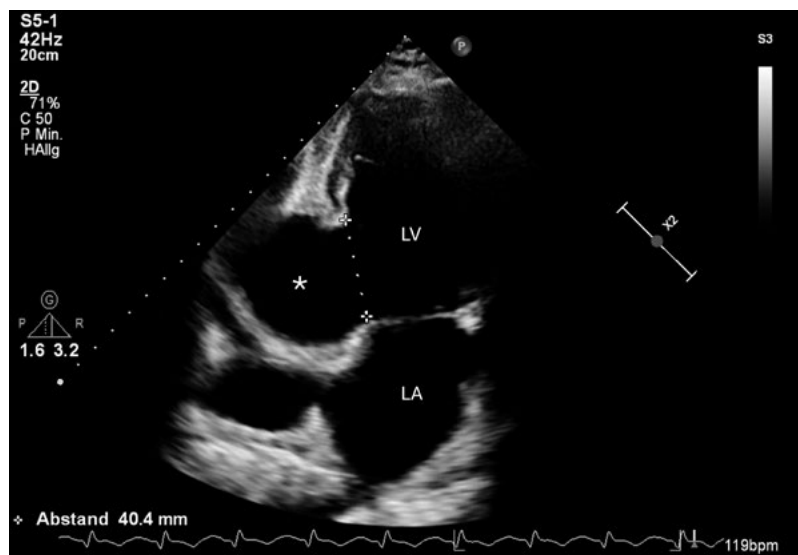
2D-Echokardiografie, 2-Kammerblick. Linker Ventrikel (LV), Linkes Atrium (LA), Myokardruptur der Hinterwand mit Ausbildung eines LV-Pseudoaneurysmas (Stern). Der Aneurysmahals (gepunktete Linie) misst 40 mm.
